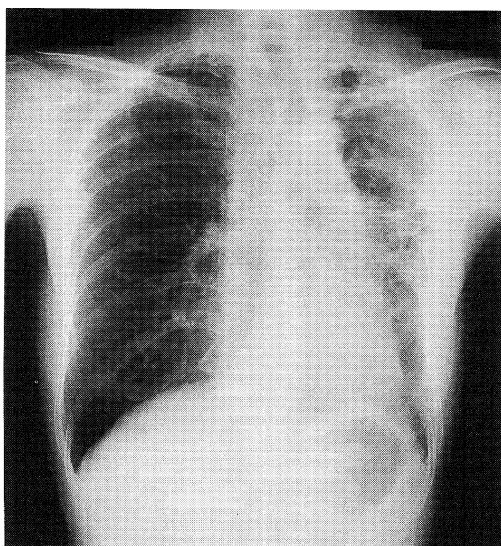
Chest X-ray revealed left pleural thickening and bronchiectasis
